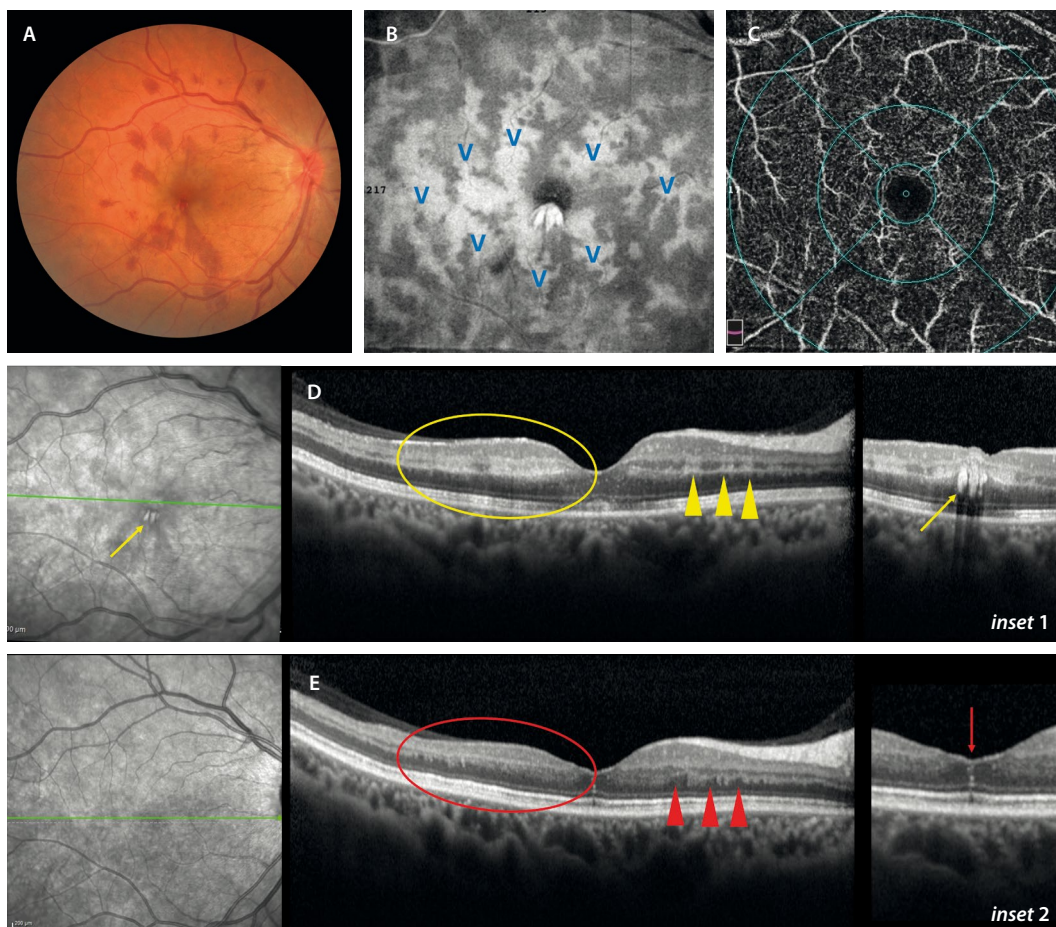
Maculopatía media aguda paracentral en «helecho». A) Oclusión venosa con predominio de hemorragias en la capa de fibras de Henle, de aspecto petaloideo, apuntando hacia la fóvea y que traduce congestión venosa. B) Imagen *en face* de la tomografía de coherencia óptica estructural con hiperreflectividad «en helecho» perivenular (V azul). Existe una correlación perfecta con las vénulas en el plexo capilar profundo que se observa en la imagen *en face* de la angiografía por tomografía de coherencia óptica (C). D) La tomografía de coherencia óptica muestra zonas de maculopatía media aguda paracentral más extensas (círculo amarillo) con hiperreflectividad en las capas plexiforme interna y plexiforme externa, y, asimismo, otras zonas de maculopatía media aguda paracentral parcheada más focales (triángulos amarillos). Además, en un corte inferior (flecha amarilla), se aprecian las fibras de Henle como lesiones hiperreflectivas verticales en las capas medias con sombra posterior (flecha amarilla, *inset 1*). E) Pasados varios meses, el cuadro clínico se resuelve y la hiperreflectividad de capas medias conduce a un adelgazamiento de la capa nuclear interna en toda la zona (círculo rojo), y las zonas focales de maculopatía media aguda paracentral pasan a zonas de adelgazamiento focal de la capa nuclear interna (triángulos rojos) o lesiones isquémicas retinianas perivasculares. Por otro lado, la capa de fibras de Henle puede persistir como finas líneas hiperreflectivas verticales (flecha roja).
